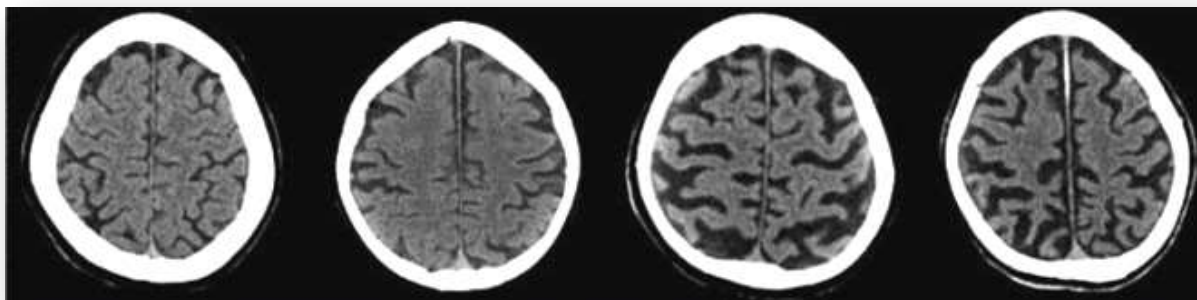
Em imagem de TC, ilustração dos graus 0-3 (da esquerda para a direita) de atrofia cortical segundo a escala de 4 pontos de Pasquier para avaliação da atrofia global no idoso normal segundo Mortimer et al, 2013. (168)
